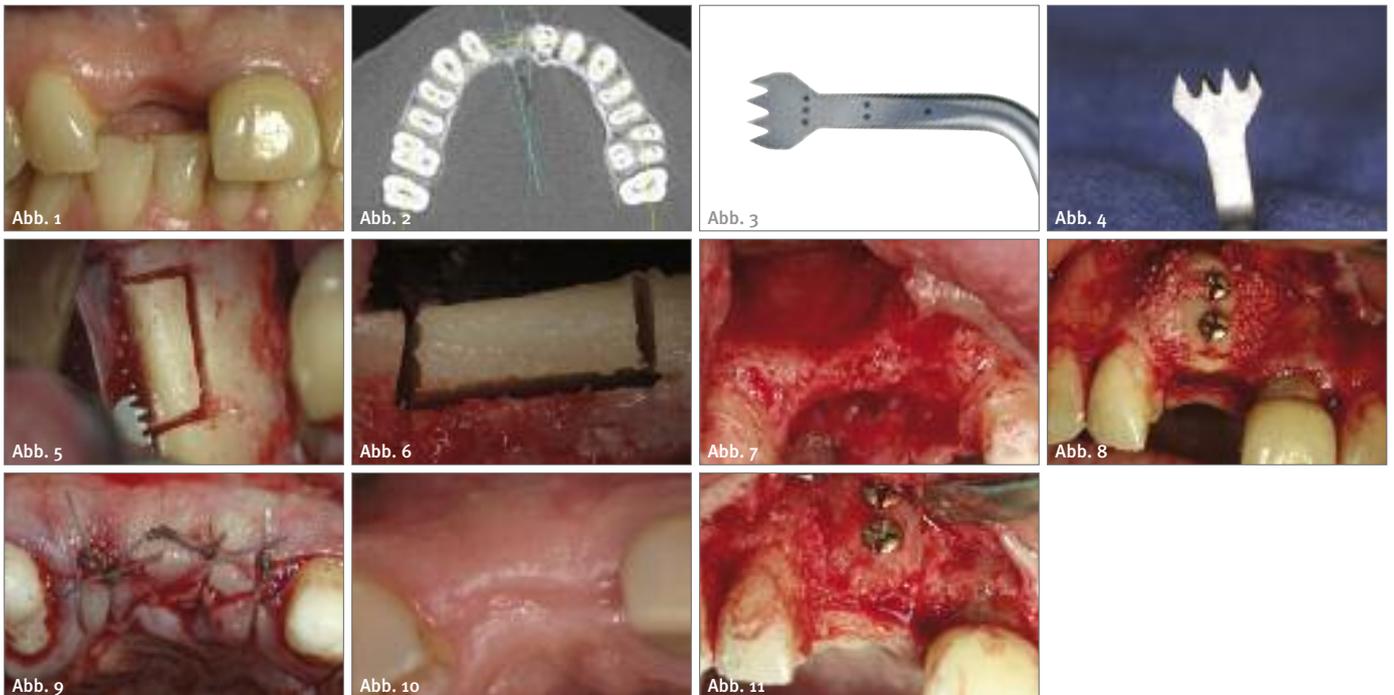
+2: Klinische Ausgangssituation und dreidimensionale CT-Diagnostik. Abb. 3: Gerade Säge mit Skalierung 3, 6 und 9 mm. Abb. 4: Nach links abgewinkelte Säge. Abb. 5: Inzision mit der abgewinkelten Säge BS2L. Abb. 6: Präparierter Block vor der Entnahme. Abb. 7: Klinischer Befund, intraoperativ. Abb. 8: Fixierter Knochenblock. Abb. 9: Wundverschluss. Abb. 10: Klinische Situation nach vier Monaten. Abb. 11: Intraoperative Situation vor der Schraubenentfernung.
